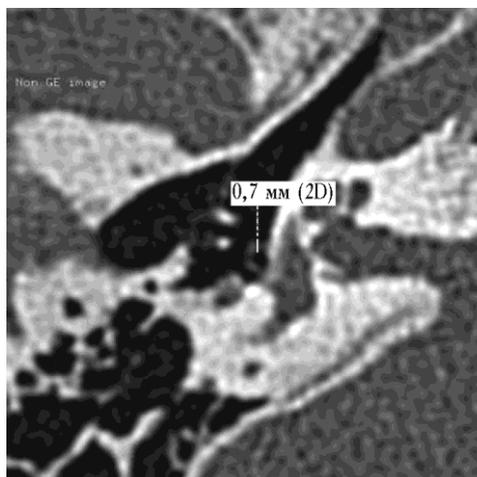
Томограмма пациента П., 34 года, аксиальная проекция. Толщина ножки стремени в средней части составляет 0,7 мм
